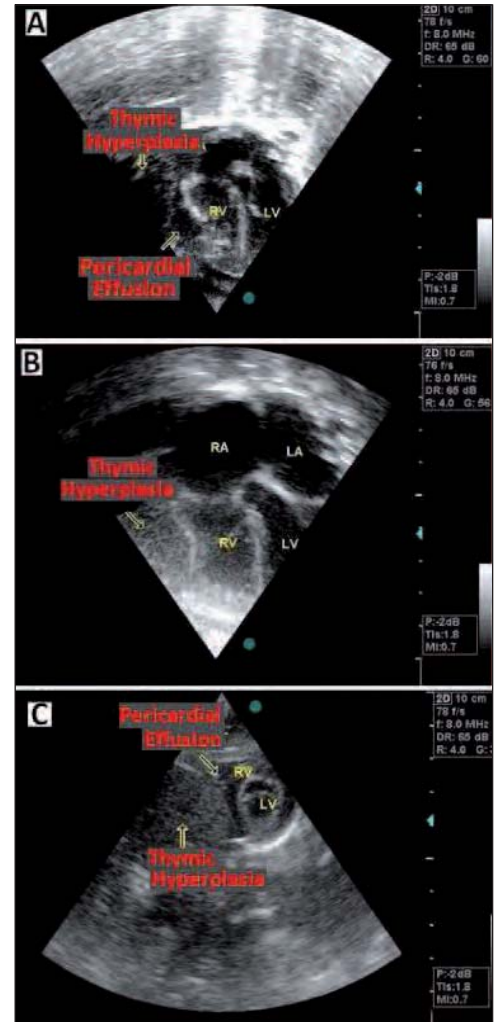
Transthoracic echocardiogram in Apical four chamber view (A, B) and parasternal short axis view (C) showing compression of right ventricular free wall due to massive thymic hyperplasia.
